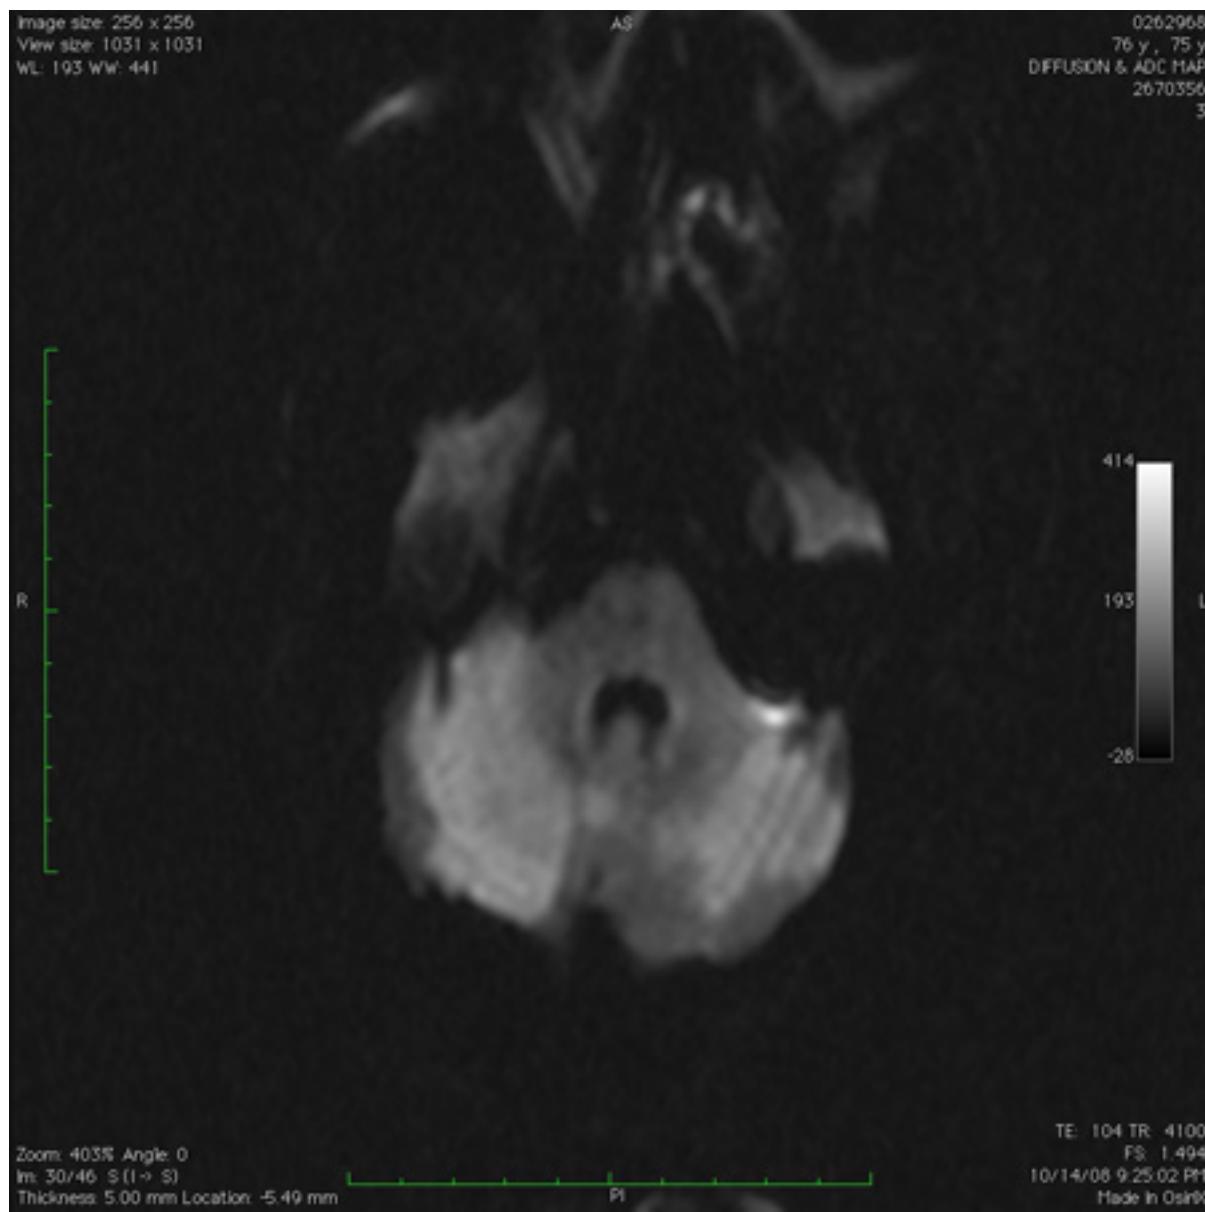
Infarto cerebelar bilateral agudo, observado na ressonância nuclear magnética de sequência de imagem ponderada por difusão
